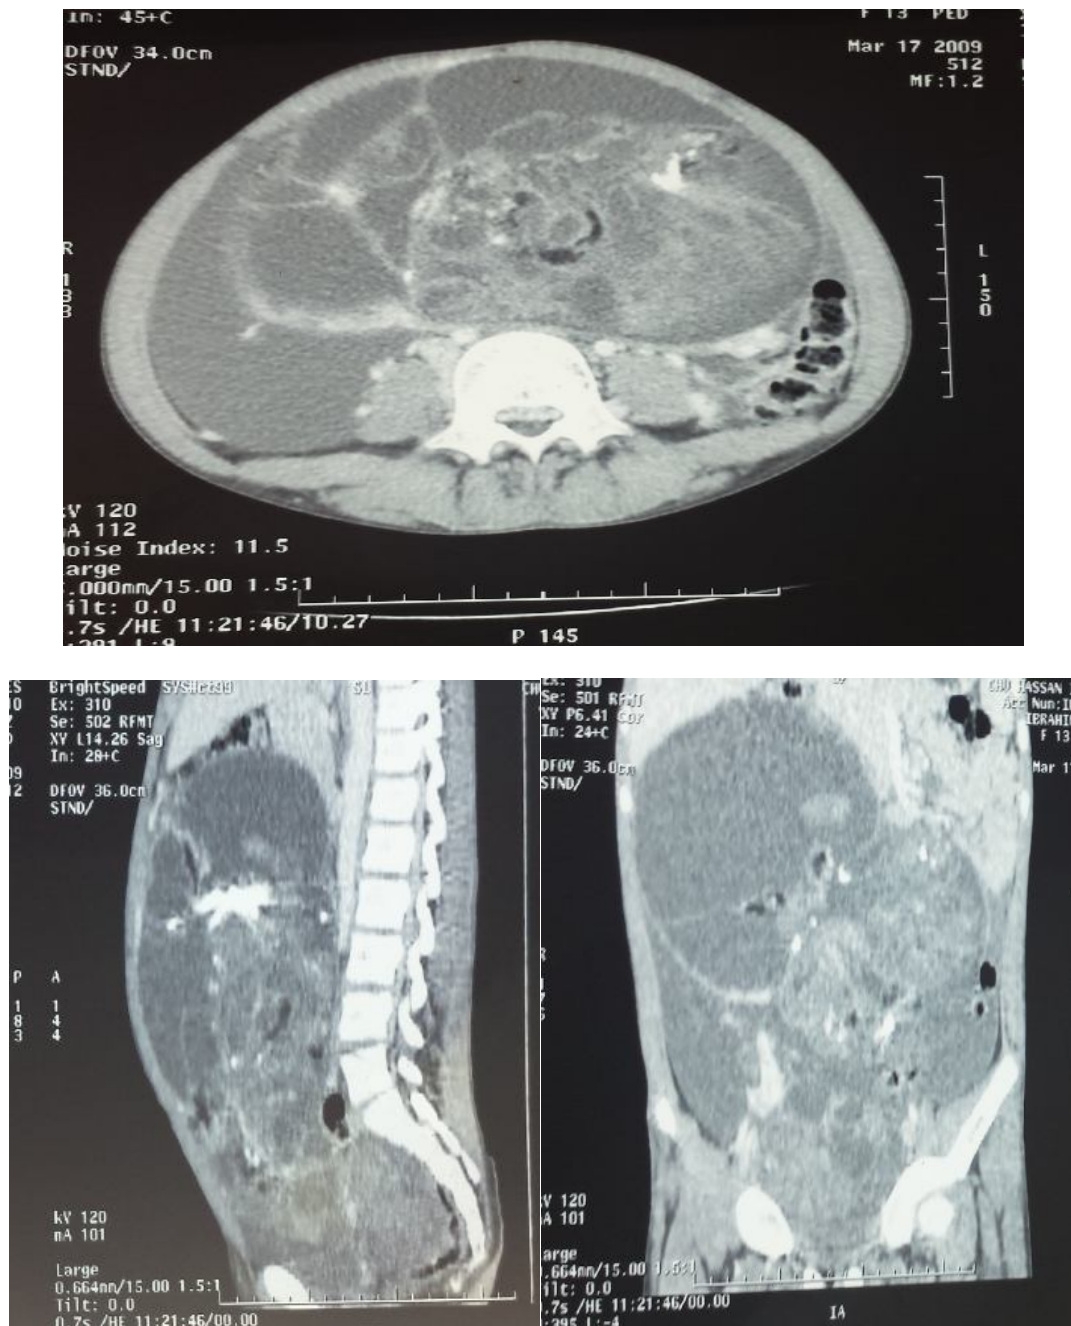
TDM abd-pelv (du 26/09/2008) montrant un aspect en faveur de tératome malin en rapport étroit avec les vaisseaux iliaques avec présence d'un épanchement péritonéal.
